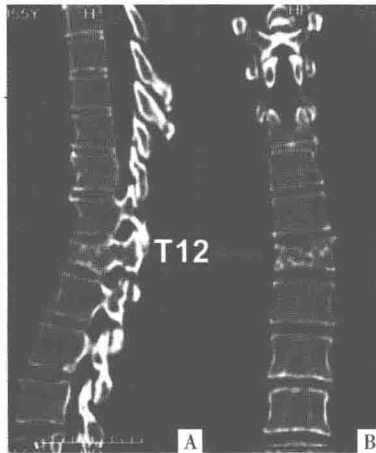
2012-06 胸腰椎 CT 平扫片
